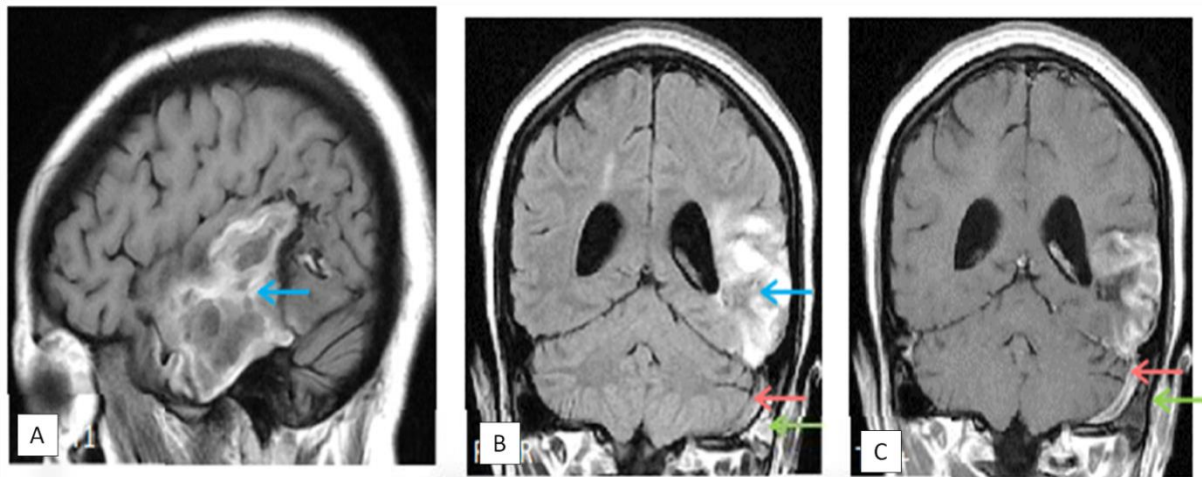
L'IRM objective un infarctus hémorragique (flèches bleues) qui apparaît en hypersignal hétérogène en T1 (coupe sagittale : A) et en hypersignal FLAIR (coupe coronale : B) avec une thrombose du sinus latéral gauche (flèches roses) qui apparaît en hypersignal FLAIR (B) avec un défaut de rehaussement après gadolinium (coupe coronale : C) compliquant une oto-mastoïdite : aspect en hypersignal FLAIR des cellules mastoïdiennes (flèche verte : B).
